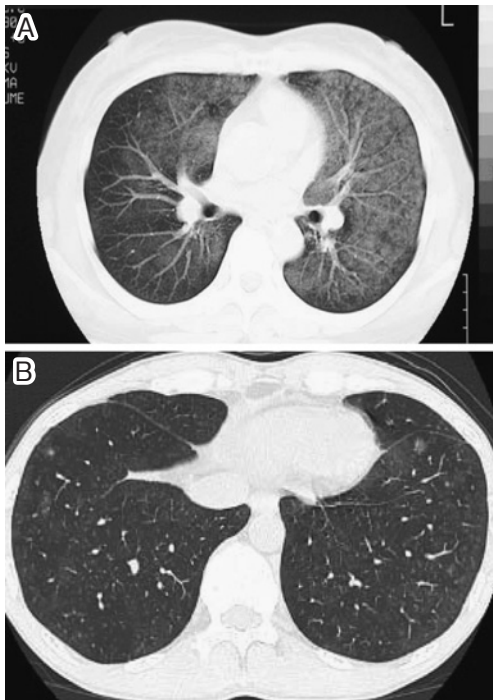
A: Chest CT scan shows diffuse ground-glass shadows on both sides. B: Chest CT scan shows diffuse, fine nodular densities in both lungs, and several small nodules in both lower lobes.
